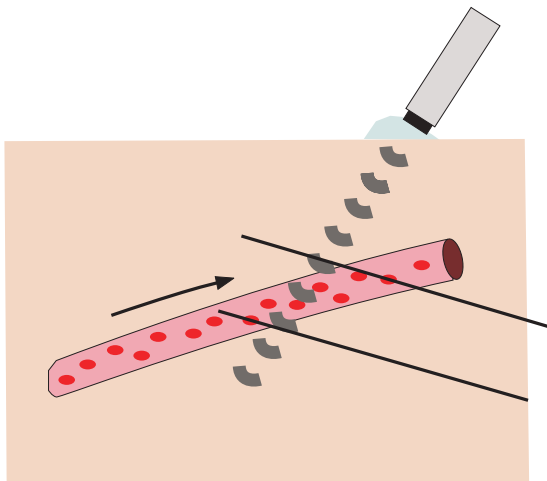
PW-Doppler. Der Schallkopf sendet gepulsten Schall aus. In den Pausen zwischen den Pulsen werden die Echos aus einer definierten Tiefe empfangen und ausgewertet
